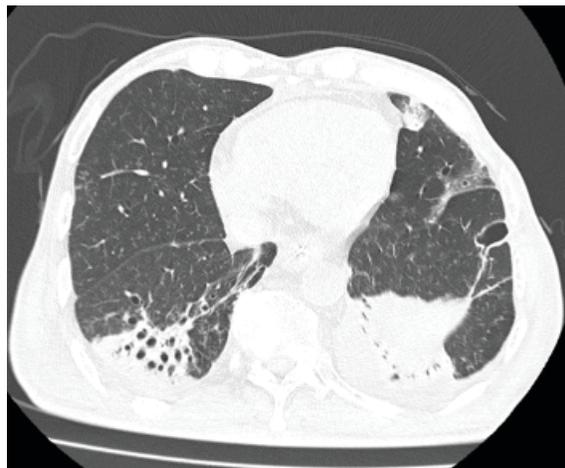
TC de tórax con broncograma aérea, infiltrado basal bilateral periférico, lesiones cavitadas múltiples en región de infiltrado
